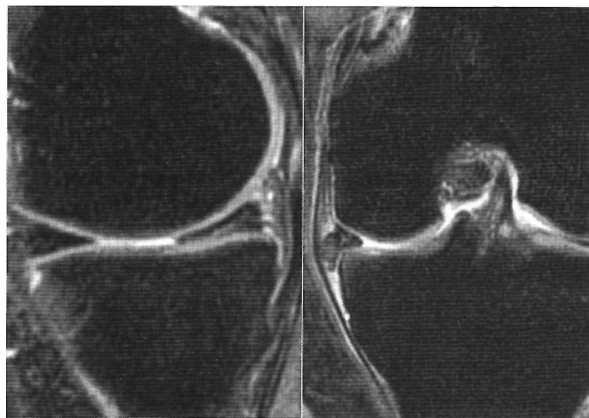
МРТ коленного сустава при разрыве мениска. Пациент обратился для проведения МРТ в связи с наличием боли в медиальных отделах коленного сустава. При исследовании выявляется повышение интенсивности сигнала от мениска (слева) с наличием симптомов усеченности и смещения мениска (справа), что соответствует нестабильному разрыву.
